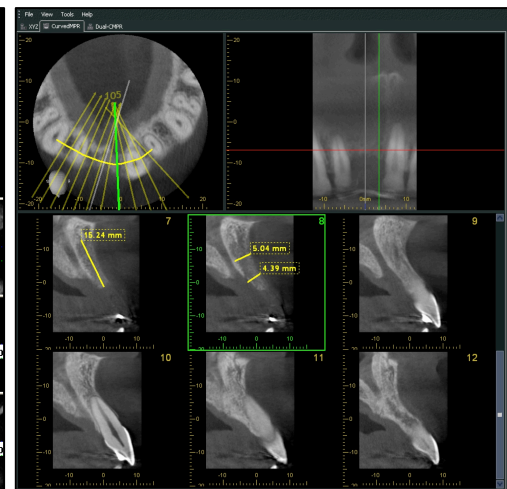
Mediciones óseas alveolares de reborde zona pieza dentaria 1.1 (OneVolume Viewer®, CBCT 3D Accutomo).
